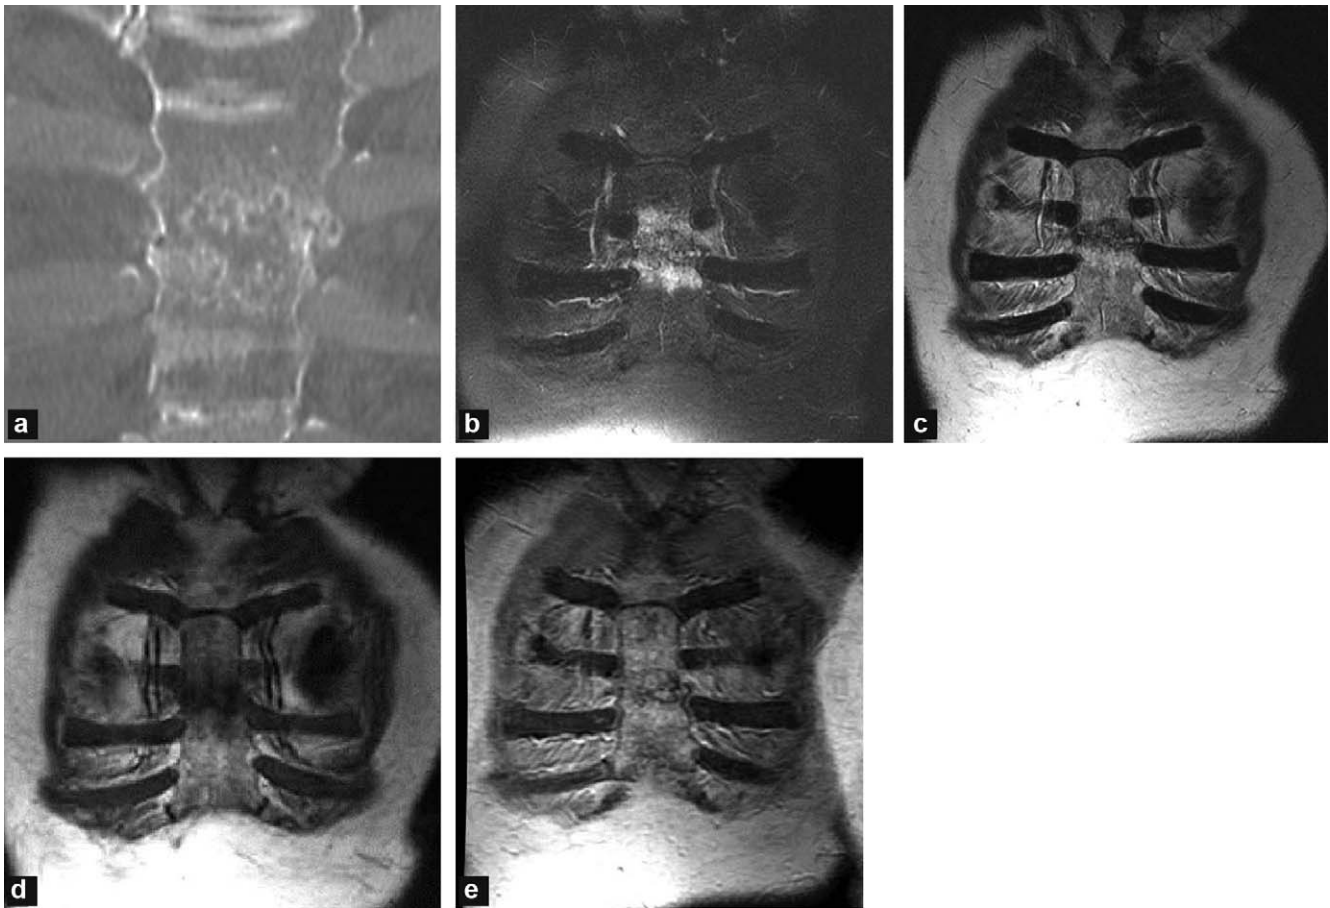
fracture par insuffisance osseuse du sternum avec défaut de consolidation chez une patiente âgée ostéoporotique. a : scanner, image frontale en fenêtre osseuse ; b : IRM, image coronale oblique en pondération T2 avec saturation du signal de la graisse ; c : image coronale oblique en pondération T2 ; d : IRM, image coronale oblique en pondération T1 ; e : IRM, image coronale oblique en pondération T1 après injection de gadolinium. Ces images montrent une solution de continuité transversale du corps du sternum, large, à bords irréguliers, avec un œdème des berges.
